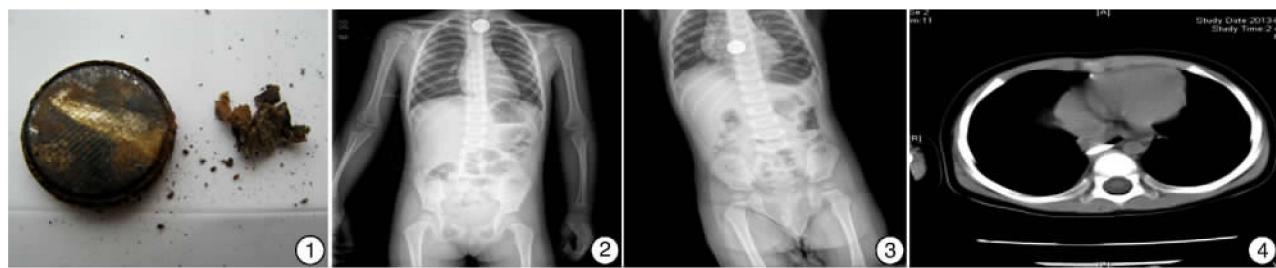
例 1 患儿食管内纽扣电池; 图 2 例 2 患儿胸片示异物位置; 图 3 例 3 患儿胸片示异物位置; 图 4 例 3 患儿胸部 CT 示食管内异物
